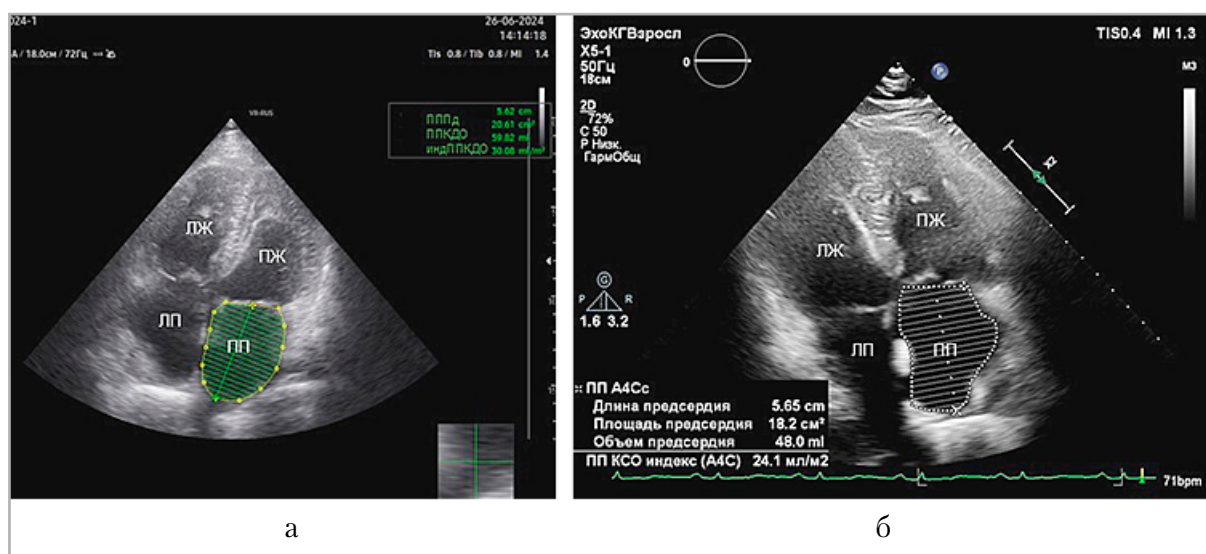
Трансторакальная эхокардиография в В-режиме. Апикальная 4-камерная позиция, динамика площади правого предсердия на фоне проводимой ЛАГ-специфической терапии: *а* — 26.06.2024, площадь правого предсердия 20,6 см²; *б* — 27.11.2024, площадь правого предсердия 18,2 см²
